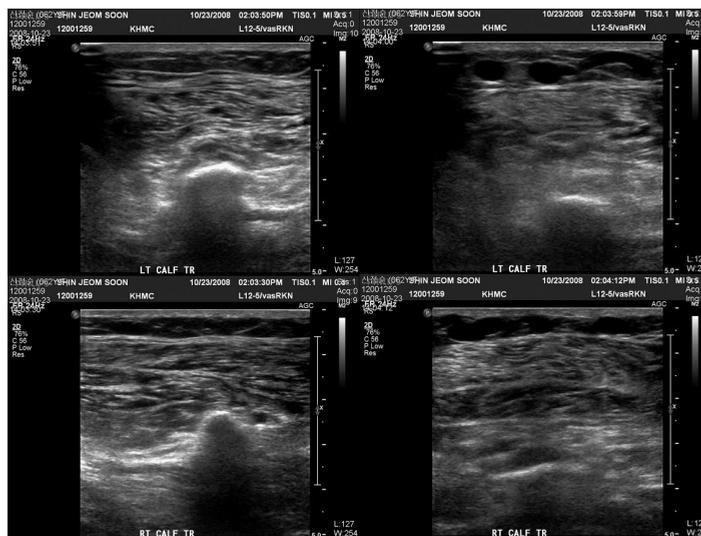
Extremity arterial & venous doppler US at 2008/10/23
